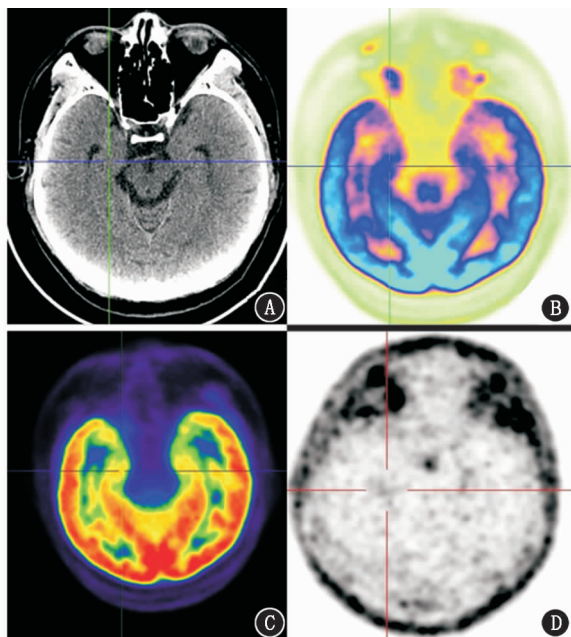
海马硬化(HS)患者(男,27岁)影像学检查图。A. CT定位图示脑内未见明显异常密度灶;B,C. ^{18}F -FDG PET显像(B)及 ^{11}C -氟马西尼(FMZ)PET显像(C)示脑内未见异常放射性摄取异常区域;D. ^{11}C -胆碱 PET显像示右侧海马放射性摄取较左侧增高
